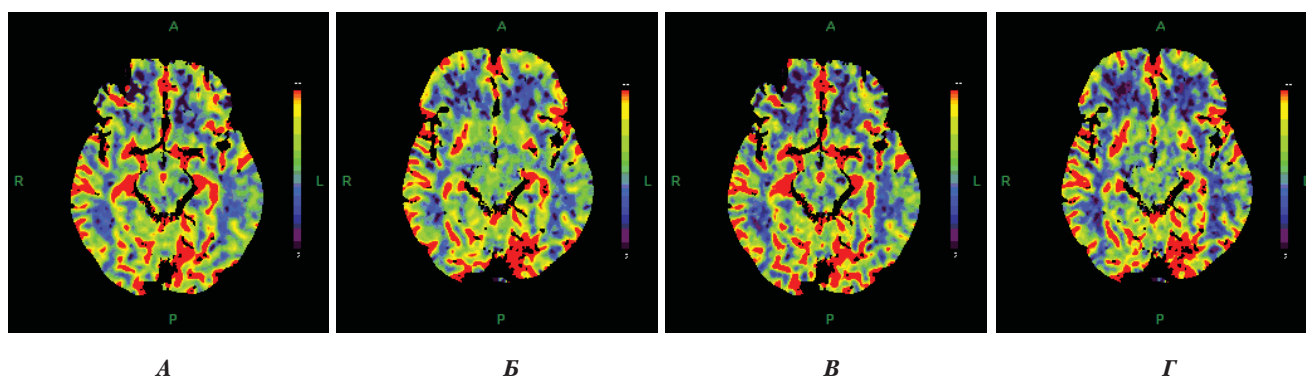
Пациент Н., 36 лет. КТ-перфузия от 21.01.10 г.: в проекции белого вещества базальных отделов лобных долей двустороннее снижение объема. А, Б. CBV и скорости. В, Г. CBF кровотока, также больше справа, нормализация перфузии.
